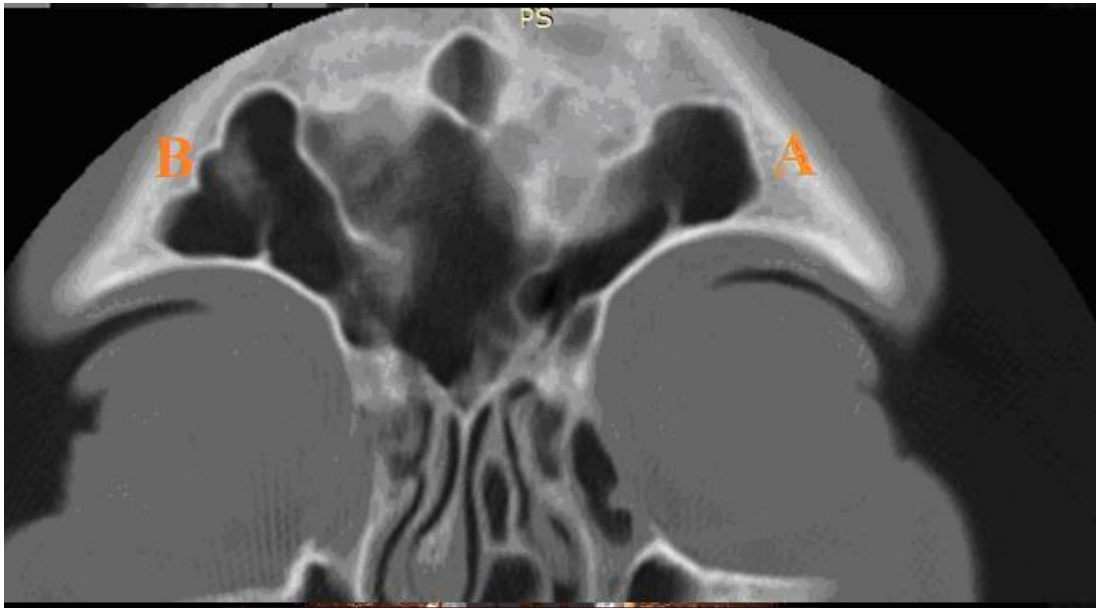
Двобічна гіперпневматизація лобової пазухи, СКТ. Коронарна реконструкція. Літерами А і В позначено праву та ліву лобові пазухи.
